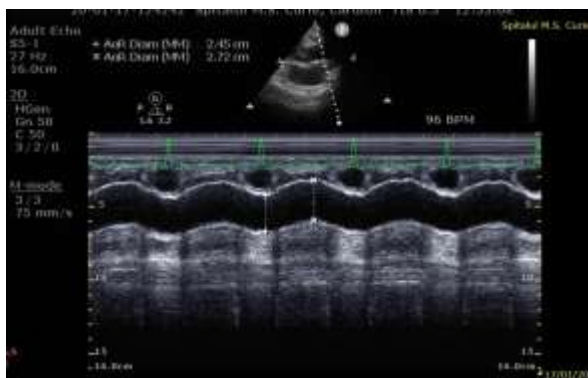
Ecocardiografie M-mode – fereastră parasternal ax lung modificat – măsurarea diametrului sistolic/diastolic al aortei ascendente (arhivă personală, Spital M.S. Curie)
